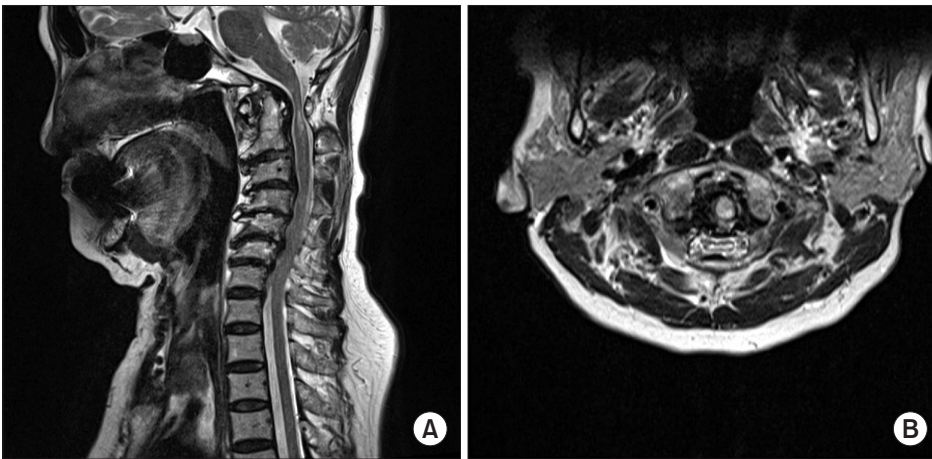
The retro-odontoid pseudotumor and intramedullary hyper-intense lesion of C1 and C2 were observed in sagittal (A) and axial (B) images on T2-weighted magnetic resonance imaging.
